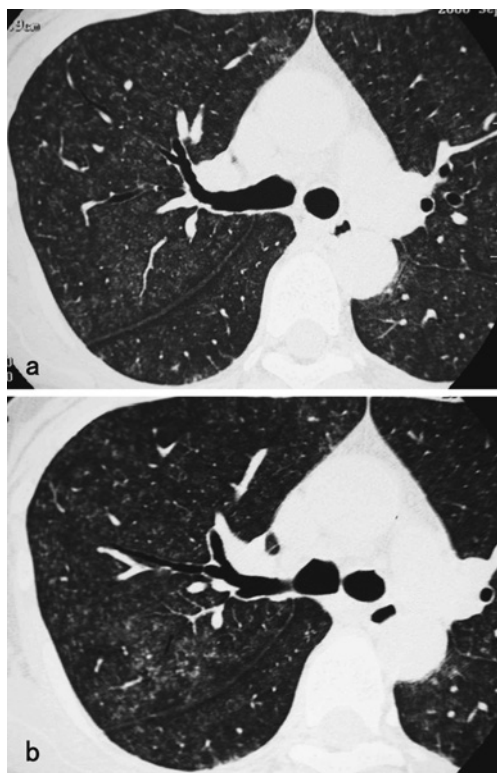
High-resolution computed tomography of the chest of the pre-challenge test (a) and post-challenge test (b) revealing the increase of ground-glass attenuation and ill-defined centrilobular nodules after challenge test.
